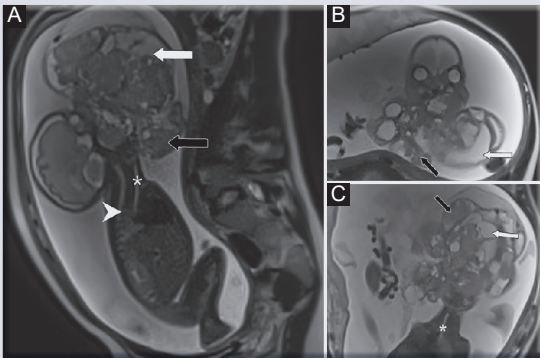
Resonancia magnética fetal a las 29 semanas. A: corte sagital. B: corte coronal. C: corte axial. Muestra un gigantesco tumor que se origina en la cavidad oral del feto derecho con áreas quísticas (flecha blanca) y sólidas (flecha negra). La tráquea distal no está comprimida por el tumor (asterisco). Los pulmones son pequeños e hipointensos (punta de flecha).
